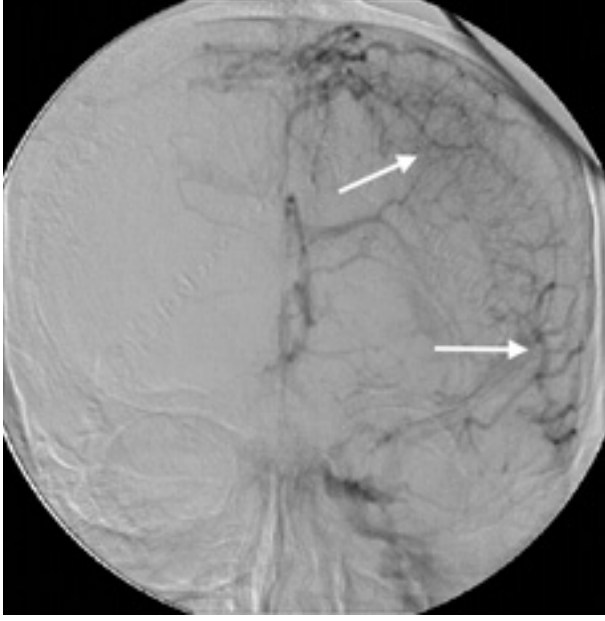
Dijital substraksiyon anjiyografide eksternal karotid arter ile sağ SS sinüs arasındaki dural AVM'nin spontan tromboze olmuş görünümü.
